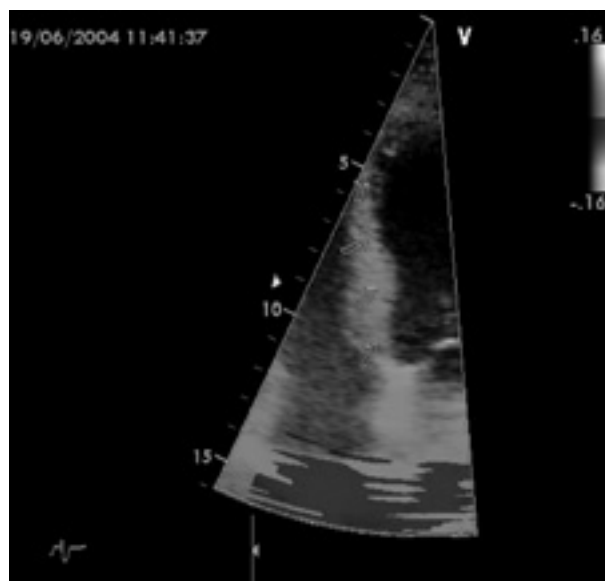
Эхокардиограмма в режиме тканевой доплерографии межжелудочковой перегородки (окончание диастолы). Стрелки — уровень измерения показателей.
